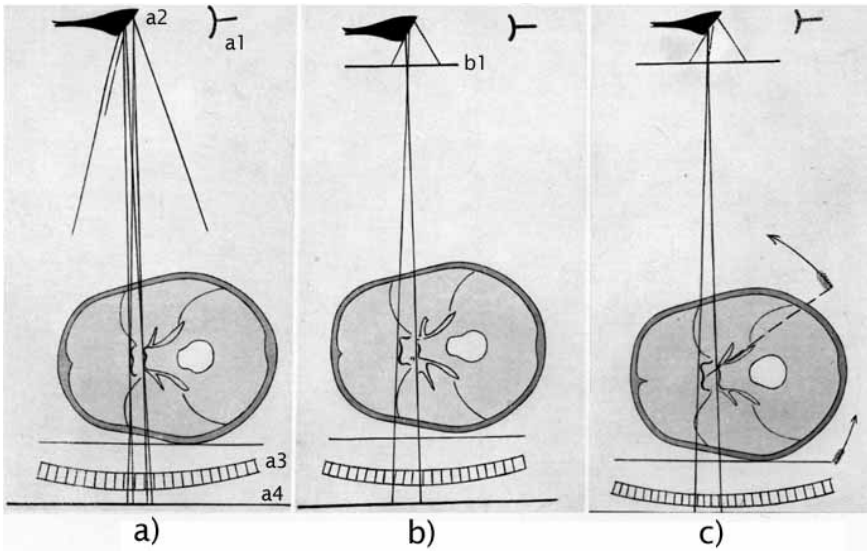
Dalla prima pubblicazione di Vallebona (1930); a1) catodo, a2) anodo e macchia focale, a3) griglia anti-diffusione, a4) piano della pellicola radiografica, b1) diaframma tipo "pin-hole" per micro radiografia
